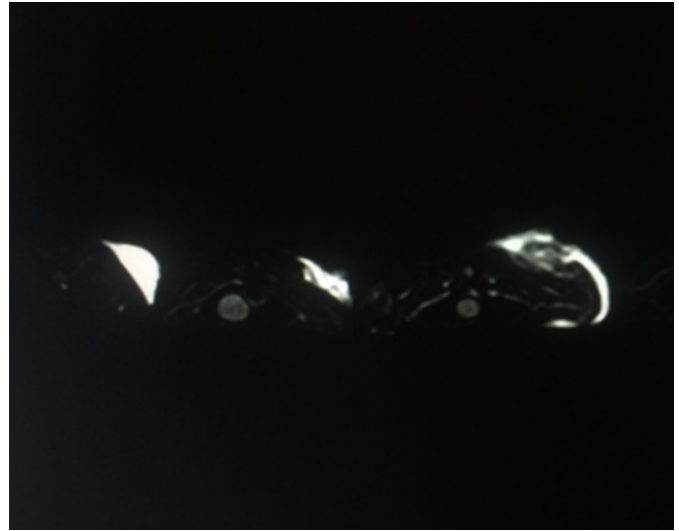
Resonancia Nuclear Magnética (RNM) posterior al intento de extracción por técnica abierta y aplicación siguiente de lipoinjerto graso autólogo inmediato. Cambios inflamatorios crónicos en stirt, cortes axiales con supresión para silicona.
